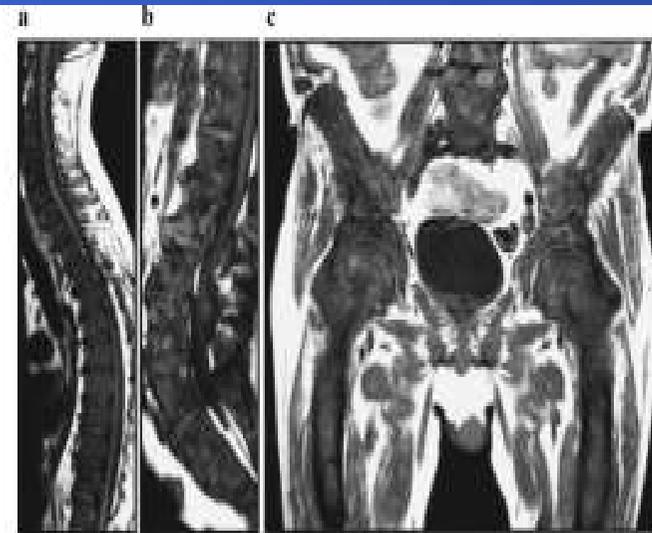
Sagittal T1-weighted magnetic resonance (MR) images of the thoracic (a) and lumbar spine (b), and coronal T1-weighted MR image of the pelvis (c) show diffuse low (dark) signal intensity of the bone marrow representing diffuse metastatic infiltration.
